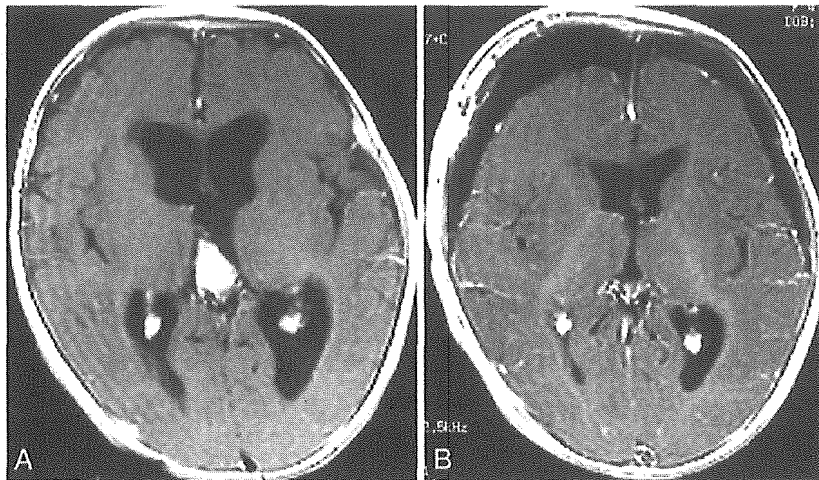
Case 1, a 4-month-old girl with choroid plexus papilloma. Magnetic resonance (MR) imaging with gadolinium showed an enhanced mass in the third ventricle (A). The tumor was totally removed, but subdural fluid collection was seen after the surgery (B). She was treated with subdural-peritoneal shunting, and remained in good condition with no deficit.
